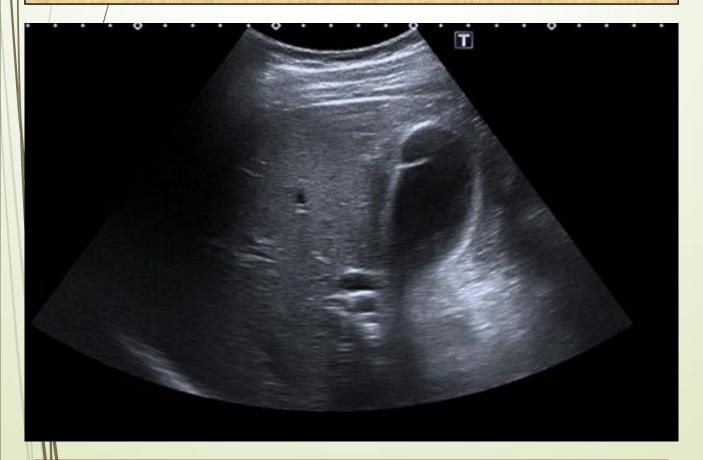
Ecografía de abdomen donde se observa vesícula biliar en gorro frigio con barro biliar en su interior, sin signos de complicación.
